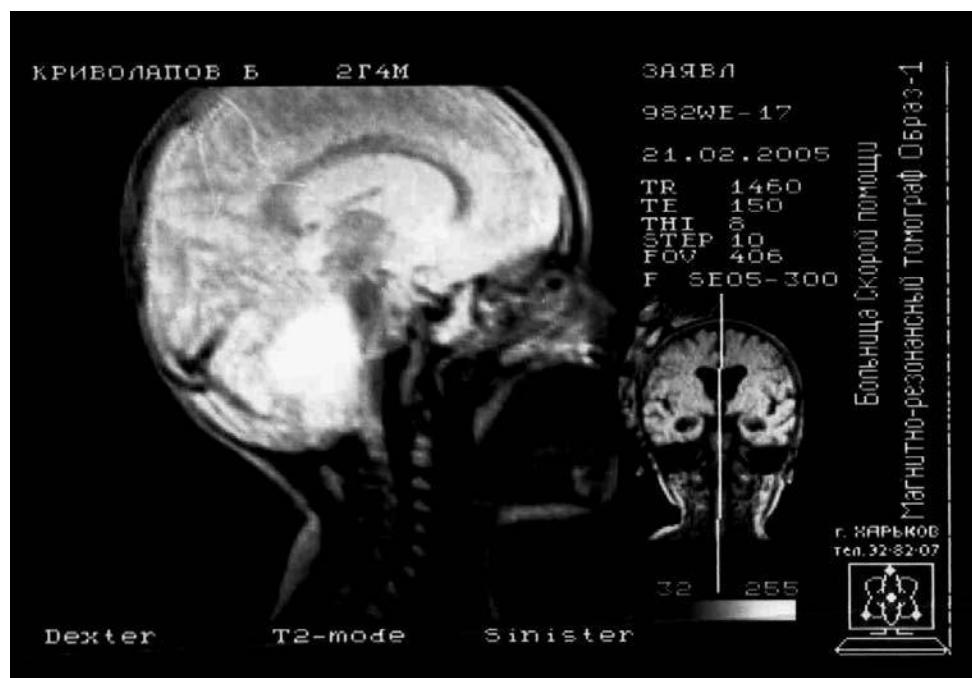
Медуллобластома червя мозжечка и IV желудочка (сагиттальный срез). МРТ от 21.02.2005.
